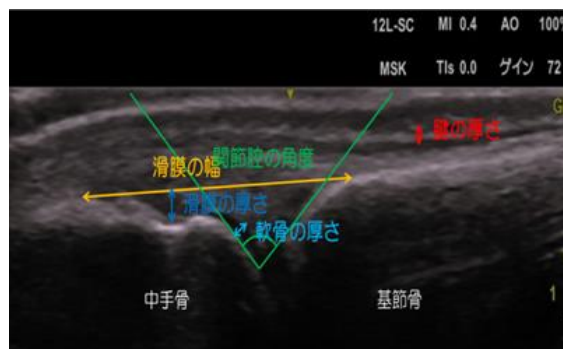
関節超音波検査の各パラメーターの測定方法
